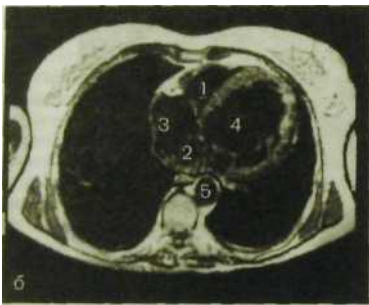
Ш.59. Магнитно-резонансные томограммы сердца и магистральных сосудов.
